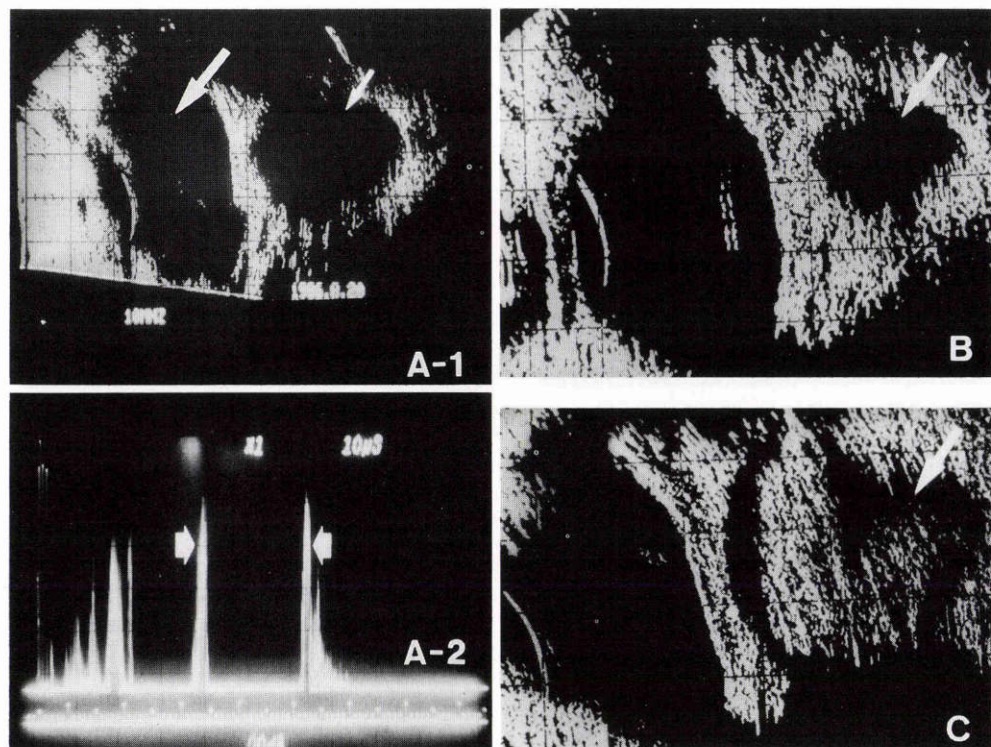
超音波像。A-1：球後に眼球とほぼ同大の囊腫性病変が見られた(小さい矢印)。囊腫の内部は無エコーを示した。大きい矢印は眼球で、腫瘤により後方から圧迫されている。A-2：Aモードでは腫瘤内部は無エコーを示した(矢印で囲んだ部分)。B：第1回球後穿刺直後の超音波像：腫瘤の直径は著明に縮小していた。C：第2回球後穿刺後の超音波像：腫瘤は再び増大し、比較的反射の強い不均一な内部エコーが生じ、新鮮な出血が生じたことを示している。
